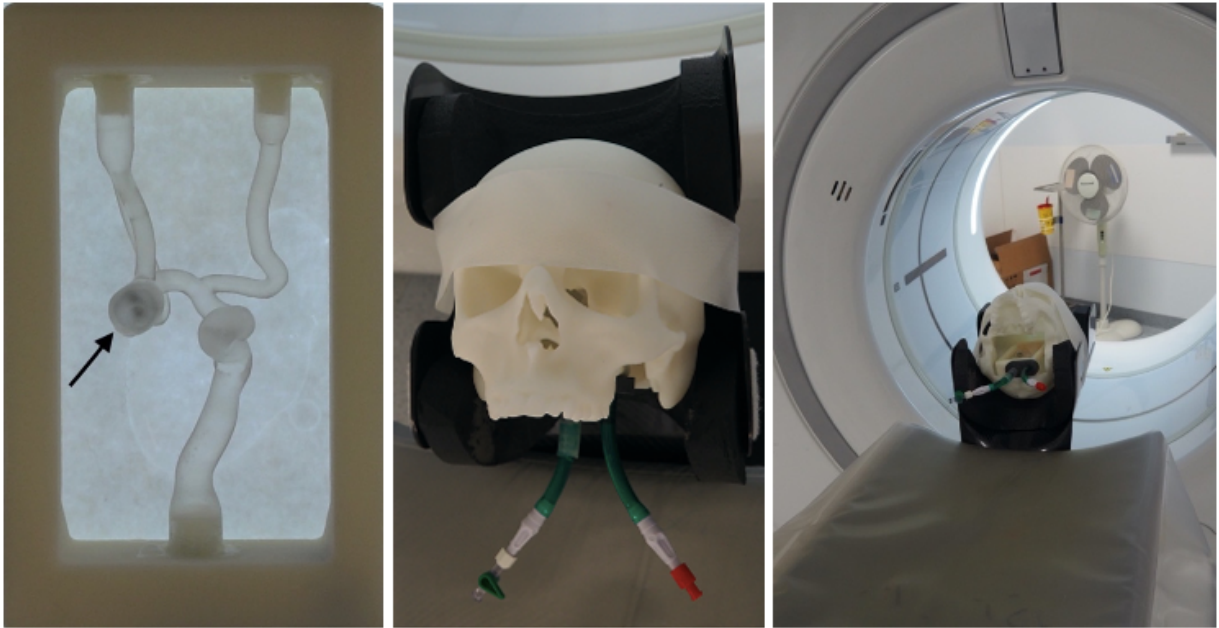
Experimental setup: WEB (arrow) inside the aneurysm phantom placed in the skull shelter on the CT scan table
